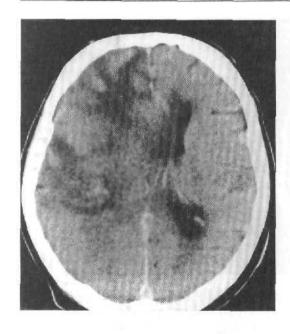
Геморрагический инсульт в правом полушарии (КТ головного мозга), 10-е сутки заболевания. В зоне кровоизлияния участки высокой и низкой плотности.
